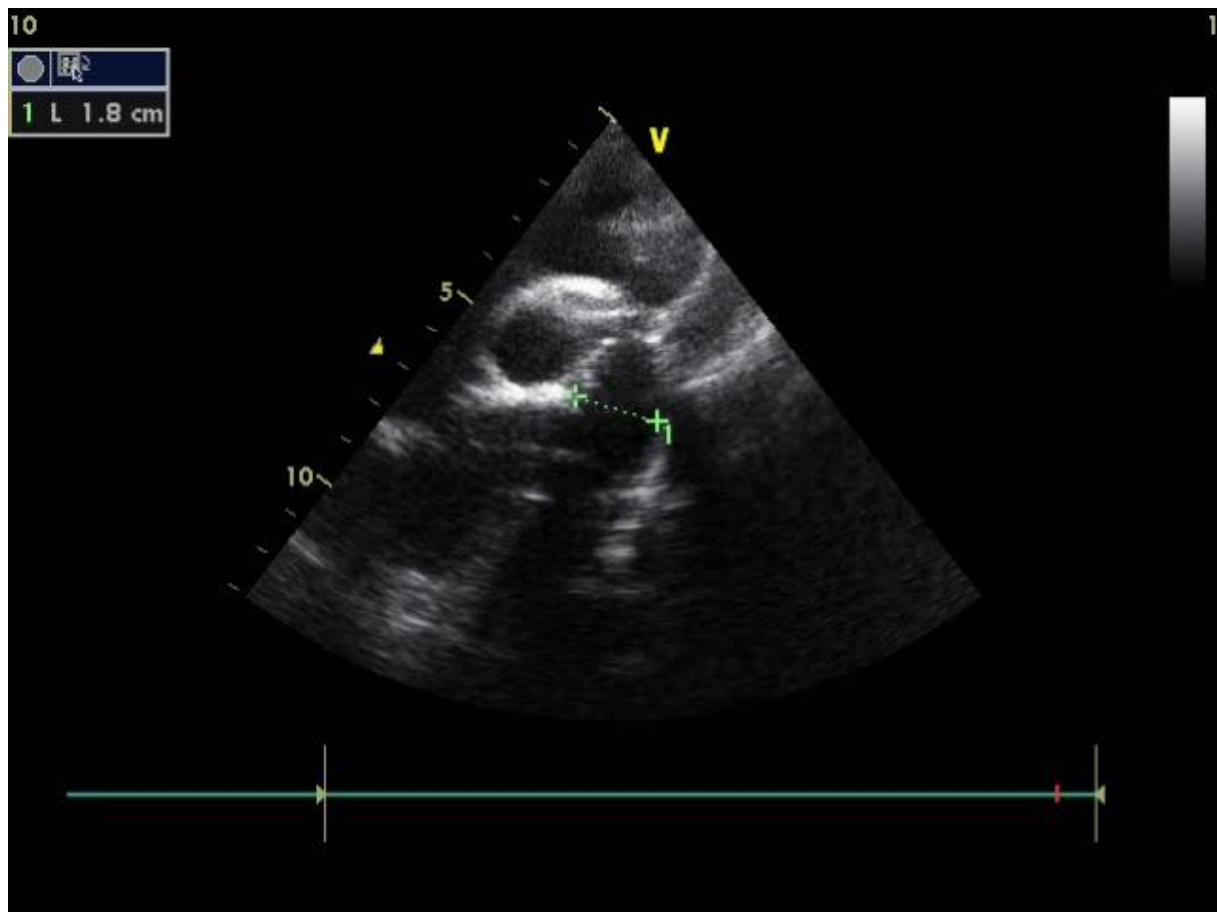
Image échographique montrant une coarctation isthmique (unité cardio-pédiatrie au CHU Hassan II- Fès)
